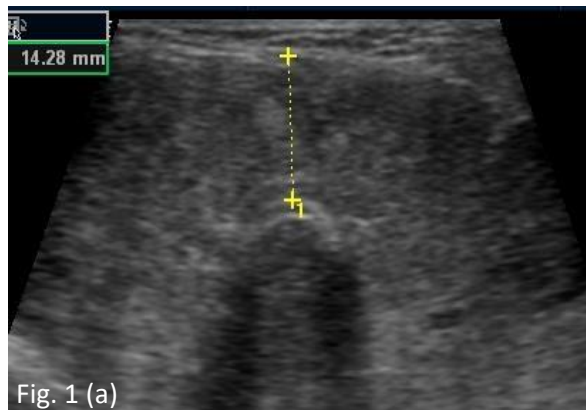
(a): Parénquima glandular de aspecto heterogéneo, difuso , con imágenes micronodulares, istmo incrementado de tamaño. Fig. 1 (b): Al Power Doppler es hipervascularizado en forma difusa.
